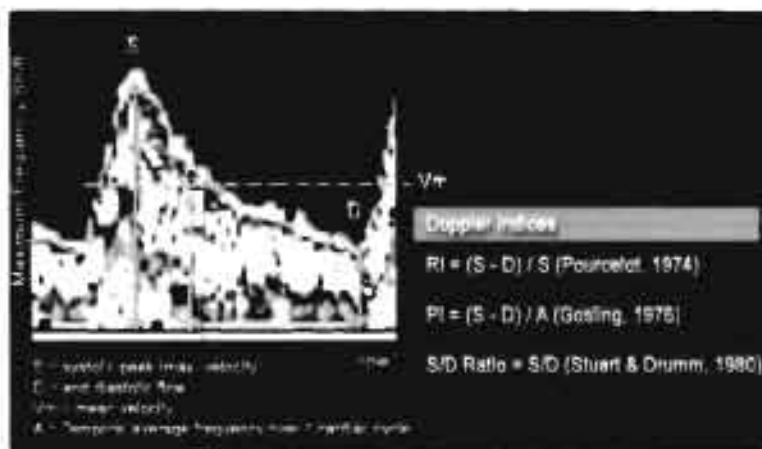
Índices Doppler
